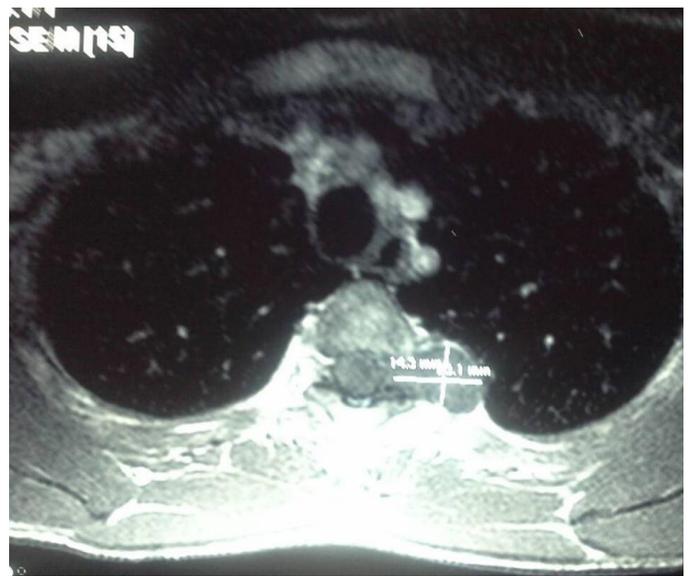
IRM coupe axiale T1 montrant le neurinome T3-T4 en sablier
